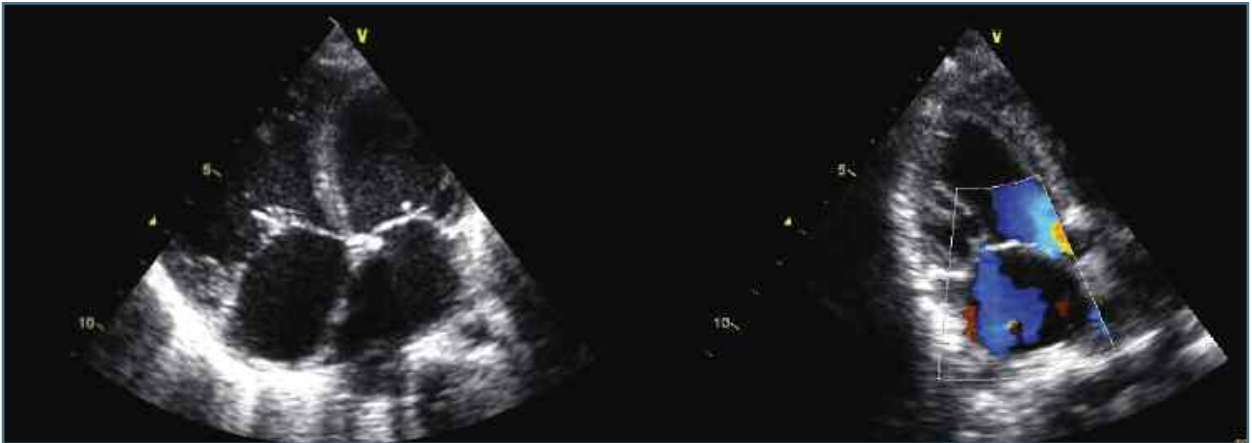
Ecocardiograma aos 12 meses de idade: Aurícula e ventrículo esquerdos ligeiramente dilatados e regurgitação mitral moderada
